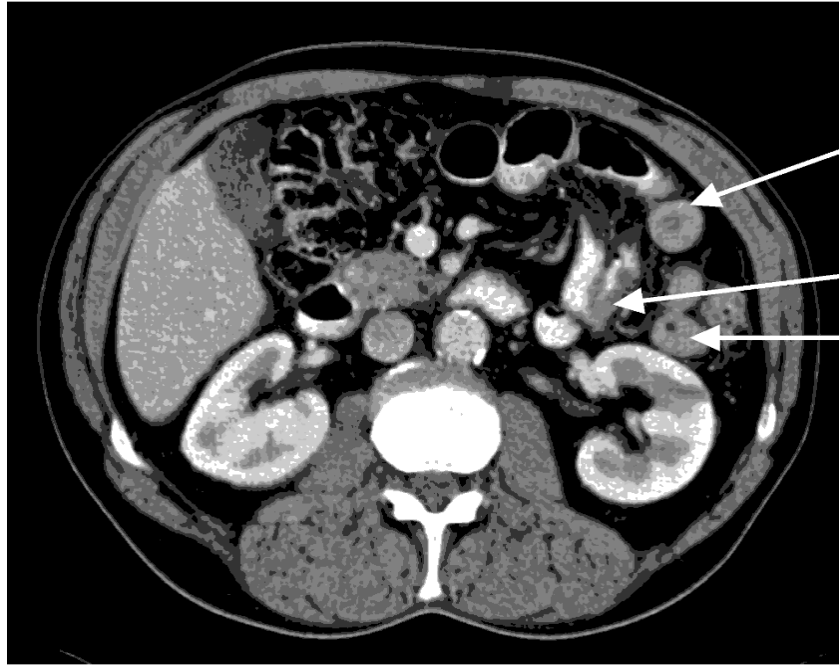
Image TDM abdominale axiale montrant des segments épais de l'intestin grêle (flèches) chez un patient atteint de LTAE [48].
